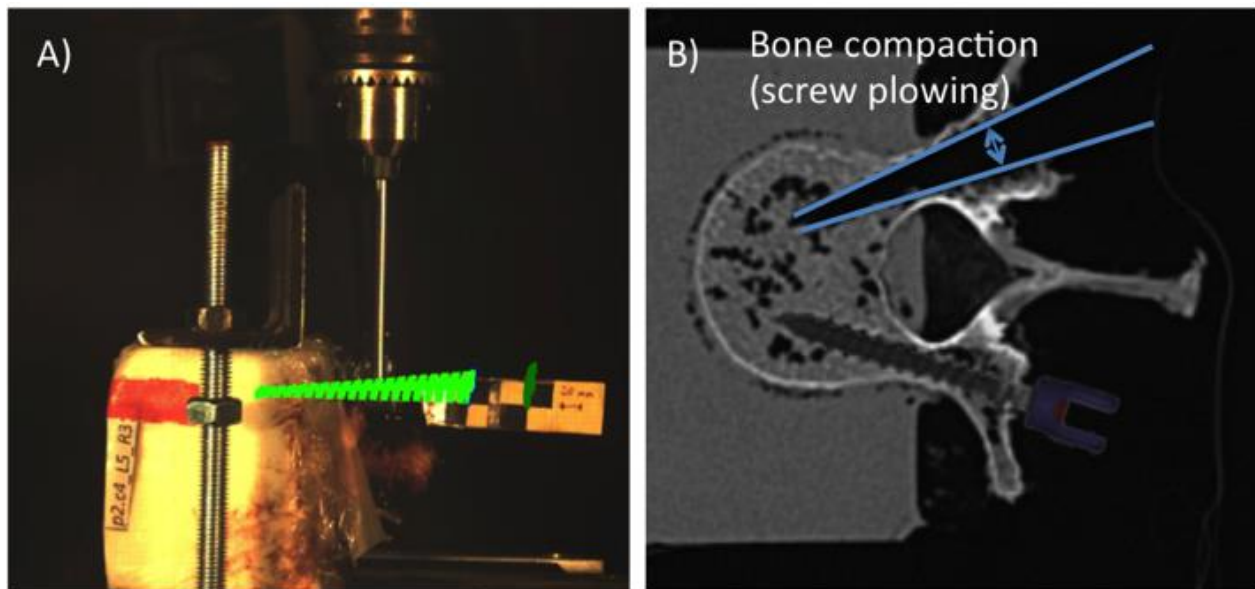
A) Movement envelope of screw following markers tracking during a lateral loading test, and B) post-experimental CT scan of a vertebra after a lateral loading test. Screws were removed to avoid flashing effect to observe the permanent deformation. Left screw virtually placed to display insertion trajectory.
